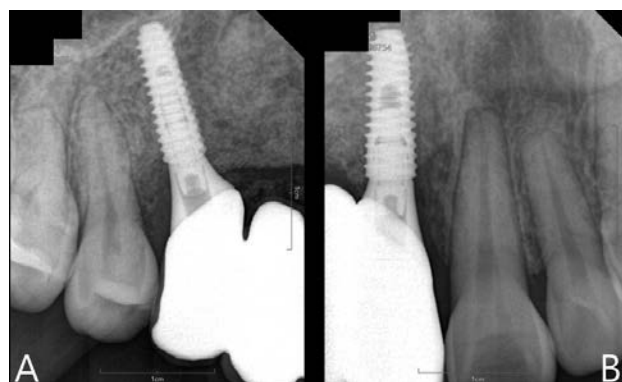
(A, B) Periapical view of 3 months after final restoration delivery.
